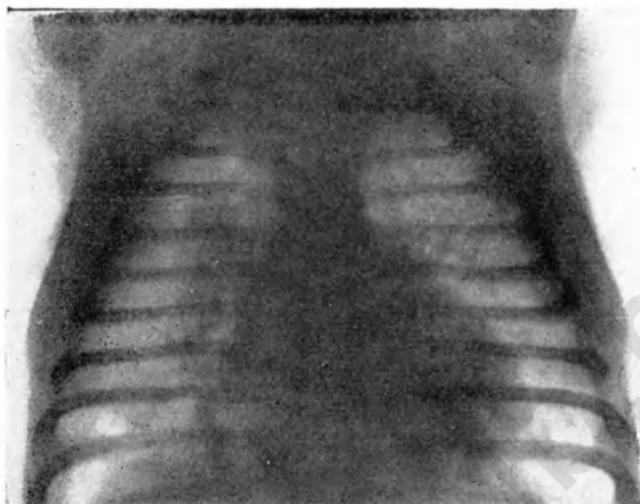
Рентгенограмма Надежды П., 1 месяца. Коклюш. 6-й день болезни. Массивная сливная пневмония, больше справа.
